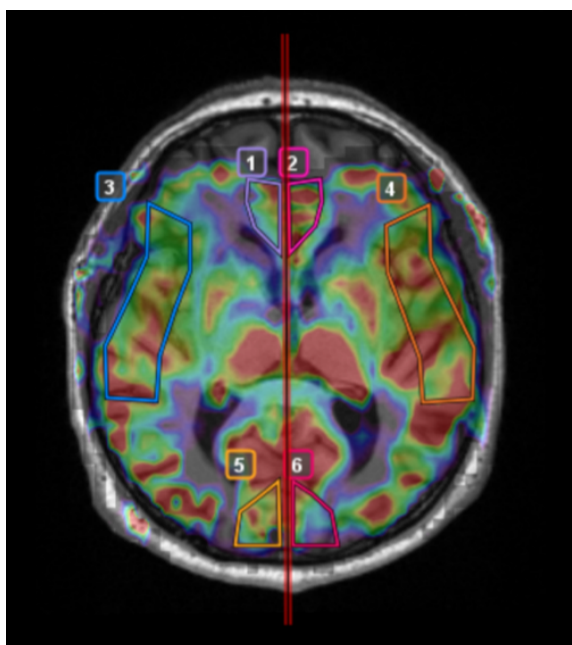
Пример расположения зон ROI на изображении T1 с корегистрацией карты перфузии
